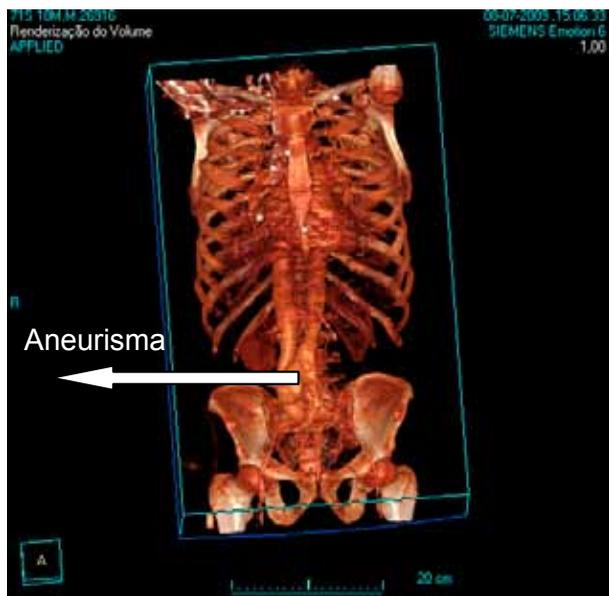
Reconstrução 3D de TC toraco-abdomino-pélvica, onde se observa aneurisma da aorta abdominal.
